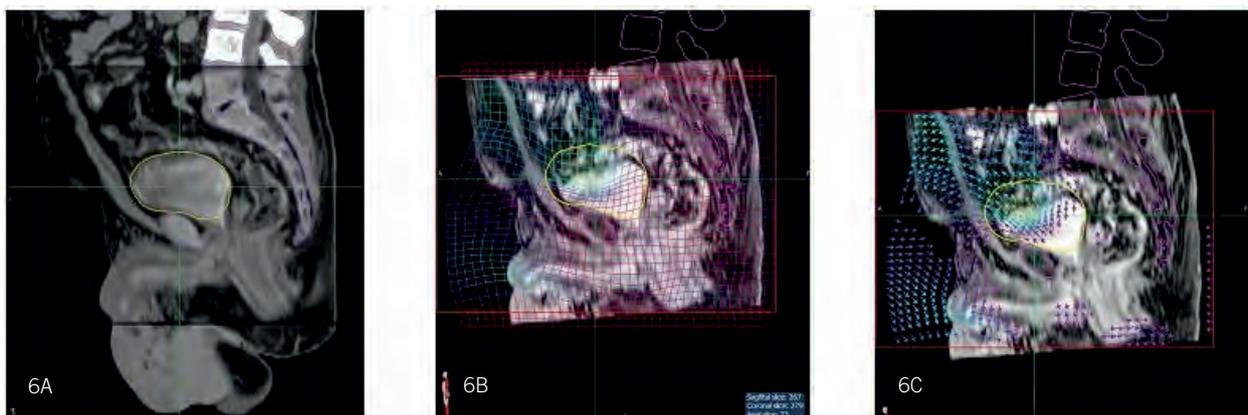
Fusión de TC-RM con cambios en el tamaño de la vejiga: la figura 6A muestra el registro deformado superpuesto uno sobre otro para inspección visual. Con las herramientas de QA de Velocity™, la cuadrícula de deformación (6B) y las flechas vectoriales (6C) muestran el cambio y el movimiento del volumen de vóxeles subyacentes.
